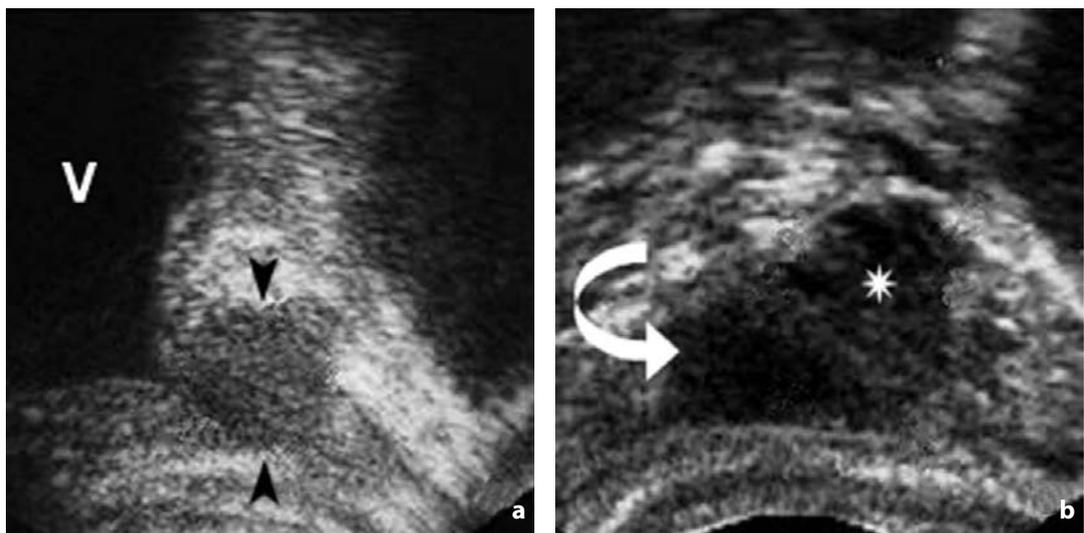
Ecografia. Recidiva locale in esiti di prostatectomia. a Nella scansione longitudinale le punte di freccia indicano un nodulo ipoecogeno localizzato a livello dell'anastomosi vescico-uretrale. V = vescica. b Nella scansione assiale relativa ad altro paziente l'asterisco segnala la presenza di una lesione ipoecogena a margini irregolari localizzata a sinistra dell'anastomosi vescico-uretrale (freccia curva)
